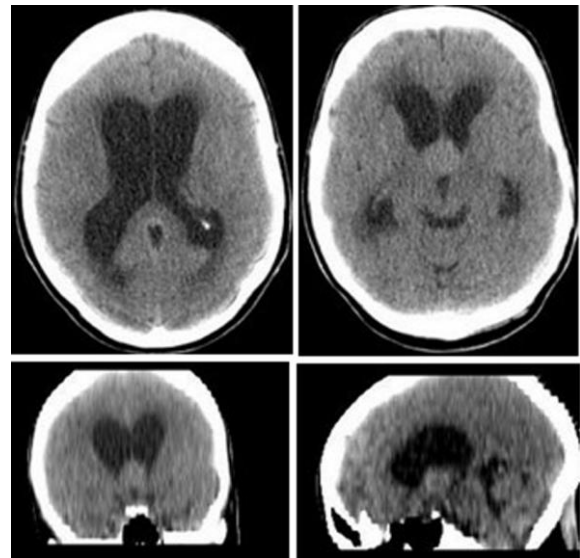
Imágenes preoperatorias de la lesión en la TC simple de cráneo.
